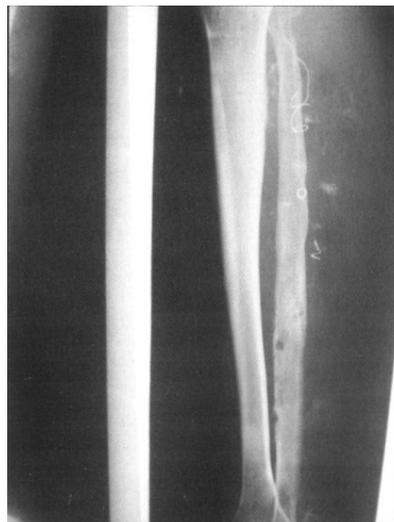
Обзорная рентгенография голени при АД (явления остеопороза, остеосклероза).
